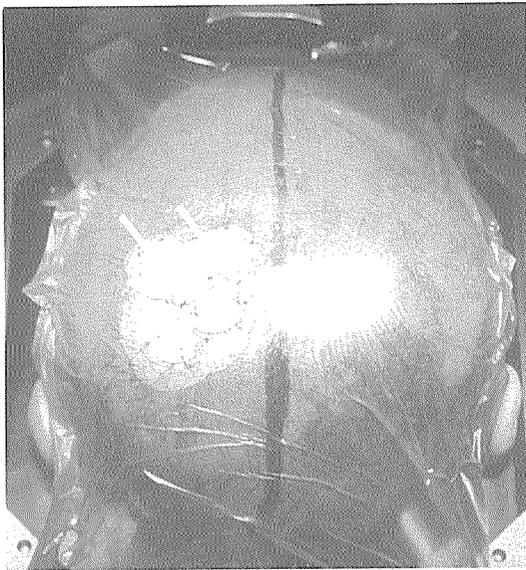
뇌암에서 도관을 이용한 조직내 방사선 치료-도관이 삽입된 상태를 환자의 머리 위쪽에서 바라본 모습
